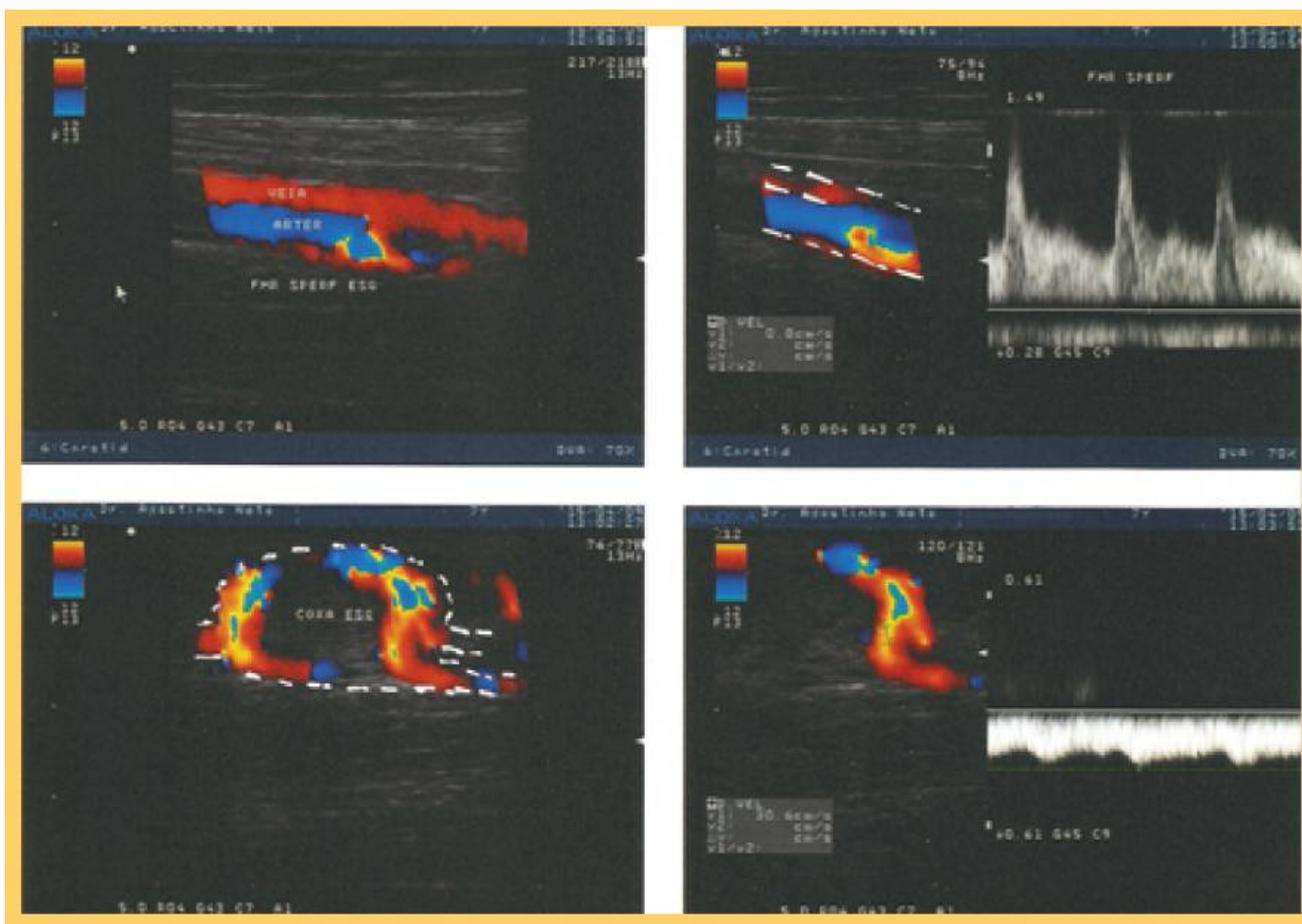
Eco-Doppler Cor . MVP Coxa Esquerda
